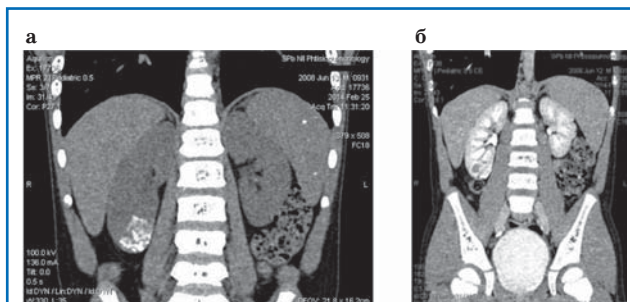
КТ пациента М.: нативная (а), с внутривенным усилением (б).
